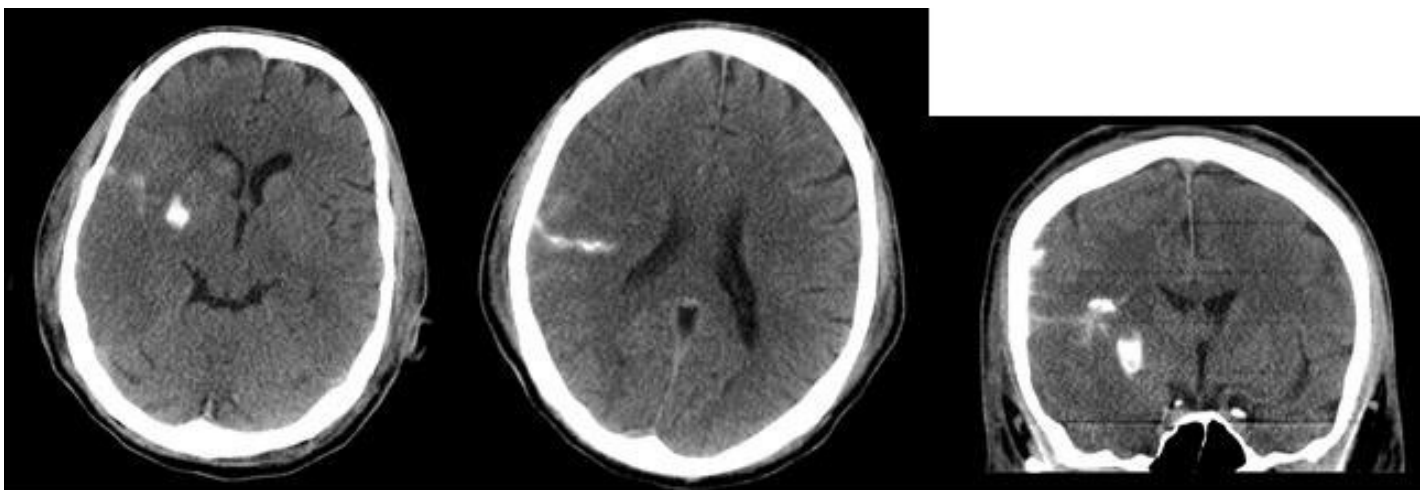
SICH, postinterventionelle CT-Kontrolle von Patient mit MCA-Verschluss, Verminderte Mark-Rinden-Differenzierbarkeit im rechten Medialstromgebiet. Kompression des rechten Seitenventrikels. Kontrastmittel-Extravasation mit Einblutung rechts subarachnoidal insulär bis zentral sowie intrazerebral in Stammganglien.
